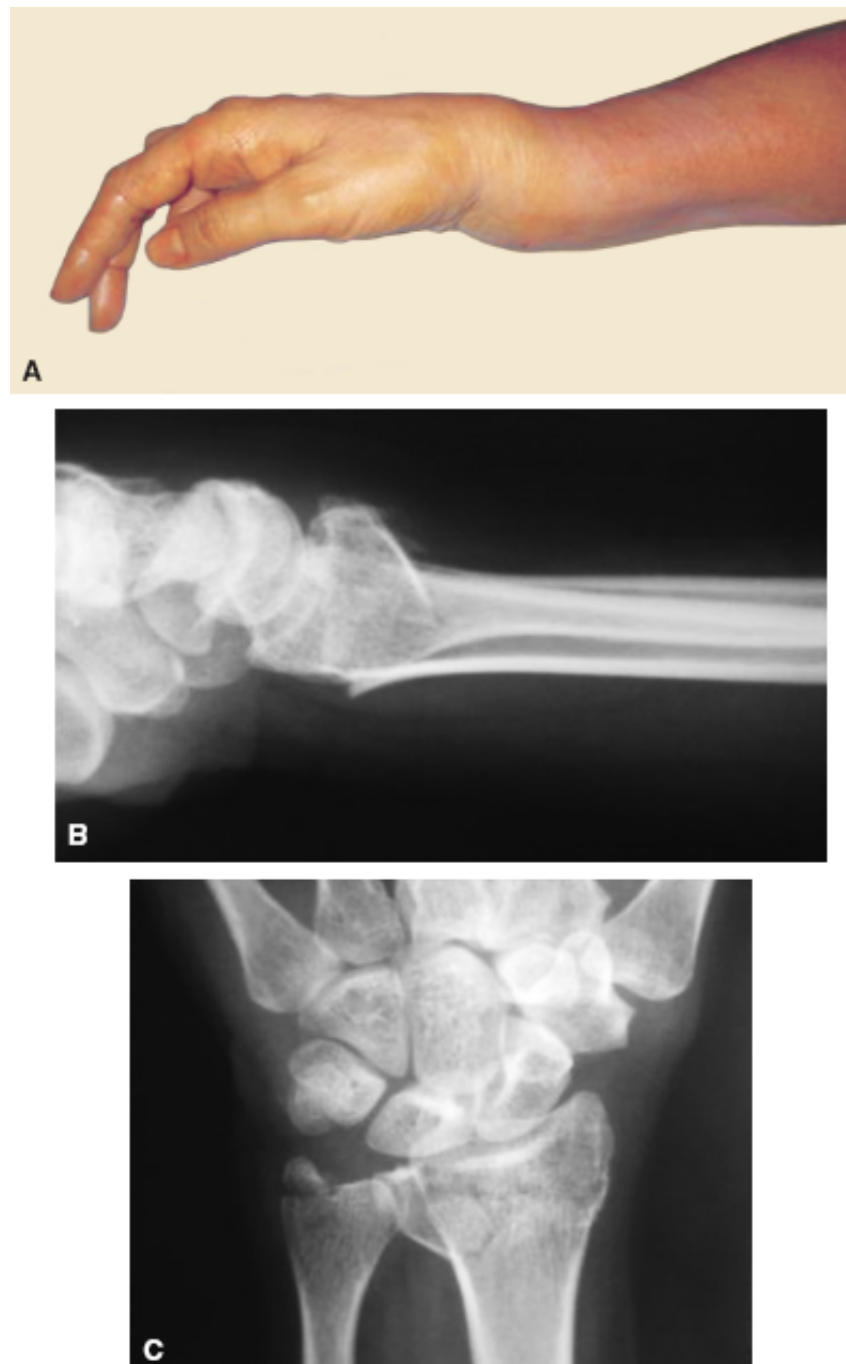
Fratura do punho – fratura de Colles – em paciente idoso osteoporótico: aspecto clínico (A), radiografia em perfil (B) e em anteroposterior (C) da fratura.
